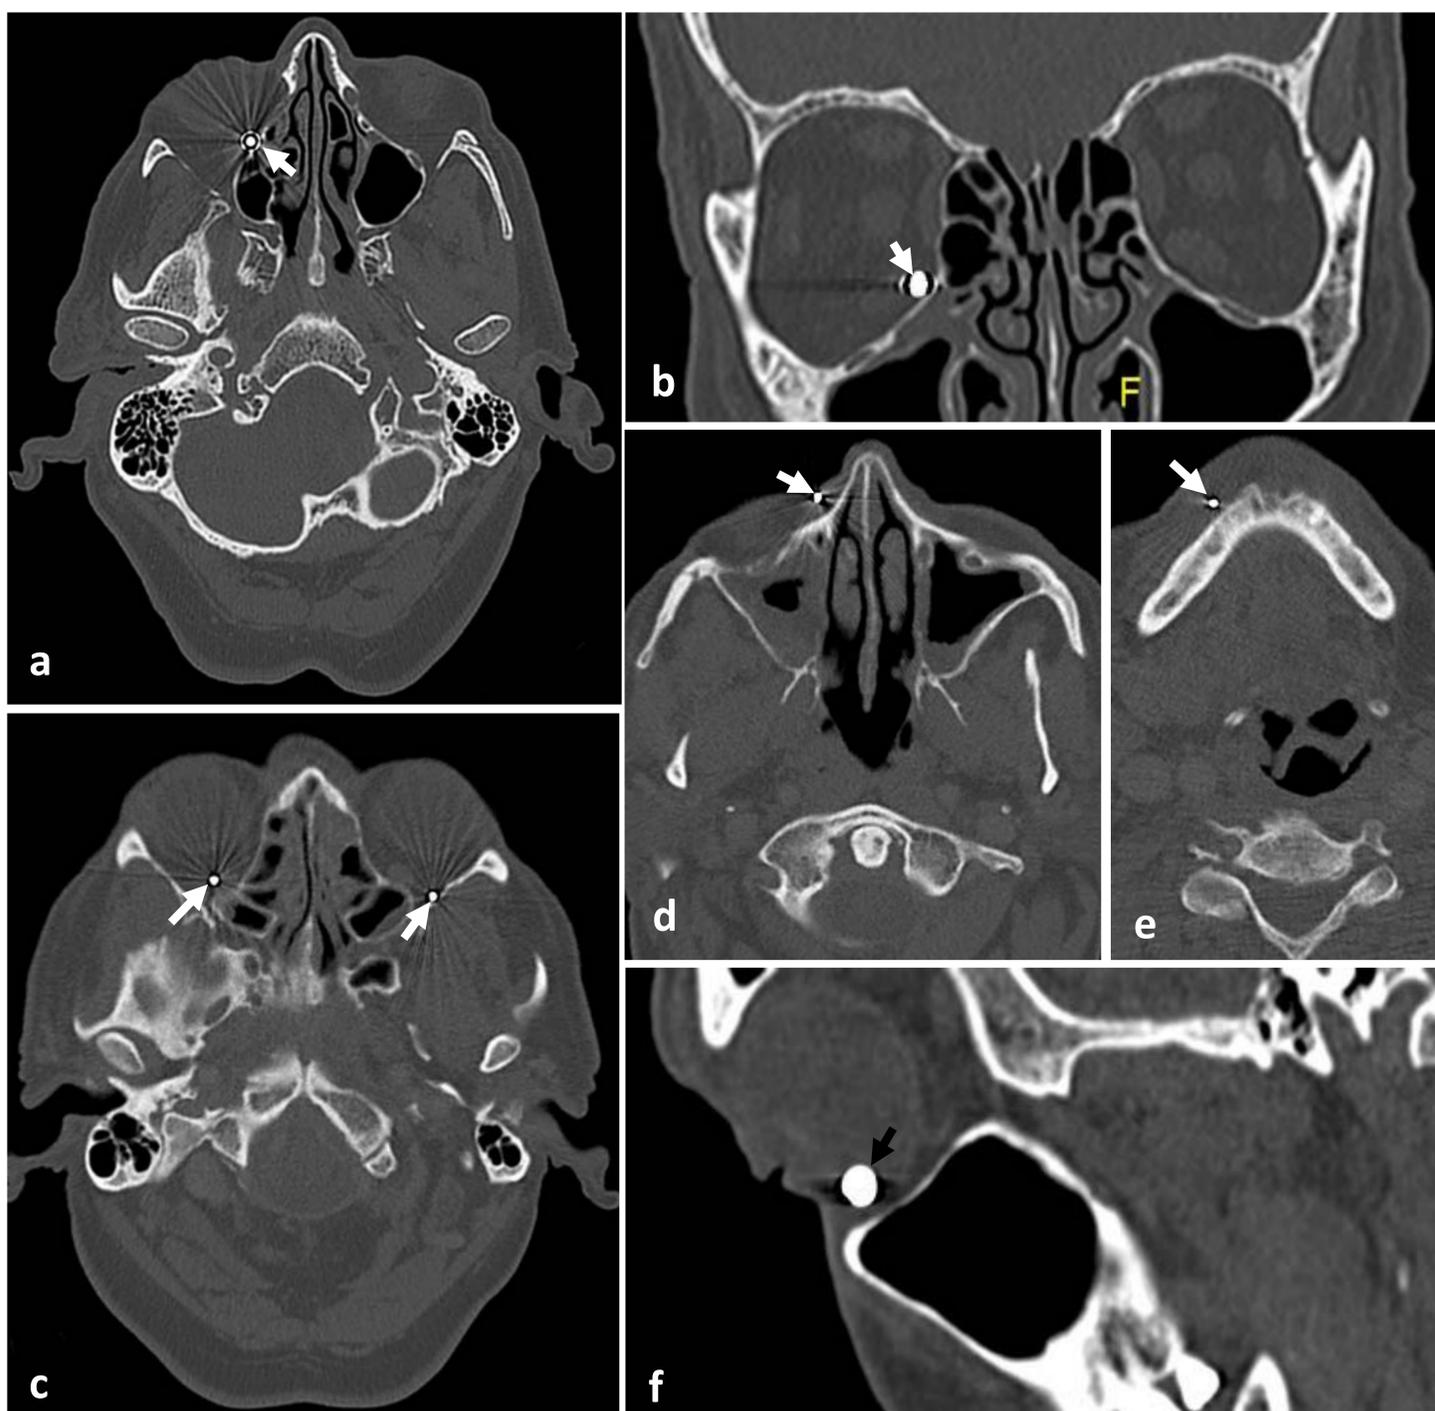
TC craneofacial, ventana de hueso de pacientes con perdigones en la región facial (*flechas*). (a, b) Planos axial y coronal. Perdigón en órbita derecha. (c, d, e) Planos axiales. Perdigones en órbitas, región nasal y mentoniana. (f) Plano sagital, perdigón en órbita.
